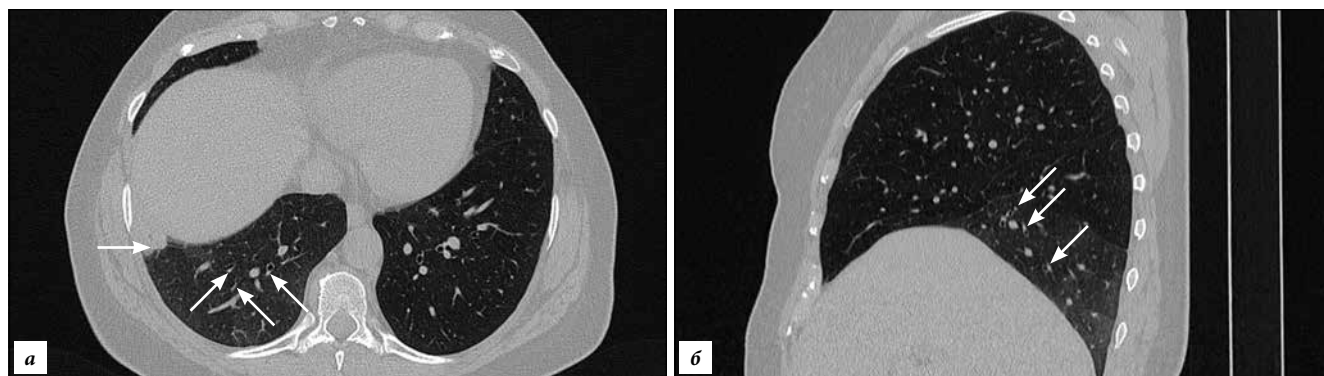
Женщина 55 лет, МСКТ в легочном окне при ангиографически подтвержденной ТЭЛА:
